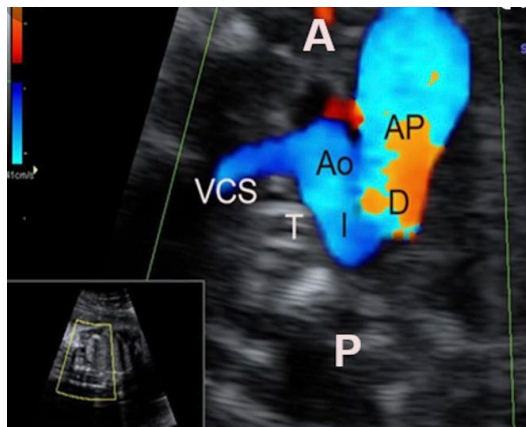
Corte 3 vasos en ecocardiografía.
